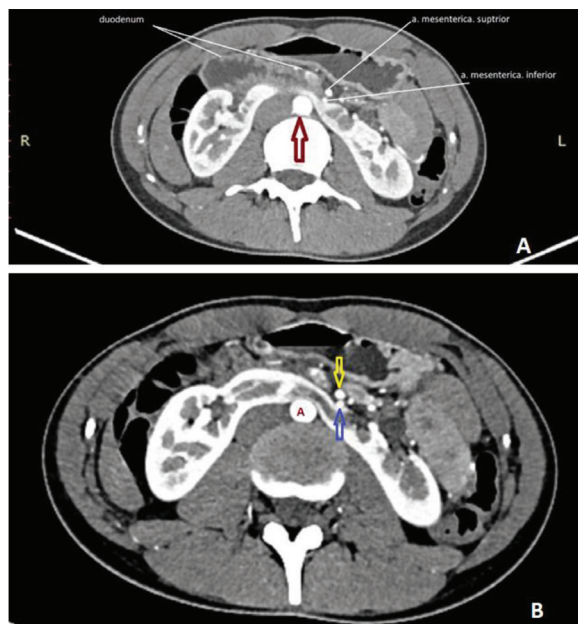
А і В. Дівчинка П. 17 років. Підковоподібна нирка. Аксіальний скан КТ. Пізня артеріальна фаза.
